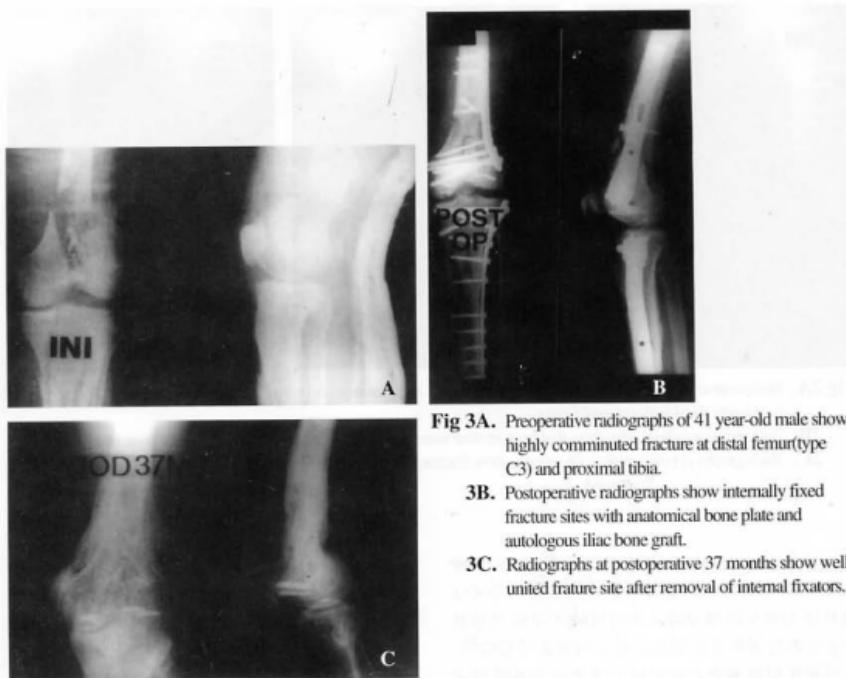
Preoperative radiographs of 41 year-old male show highly comminuted fracture at distal femur(type C3) and proximal tibia.
